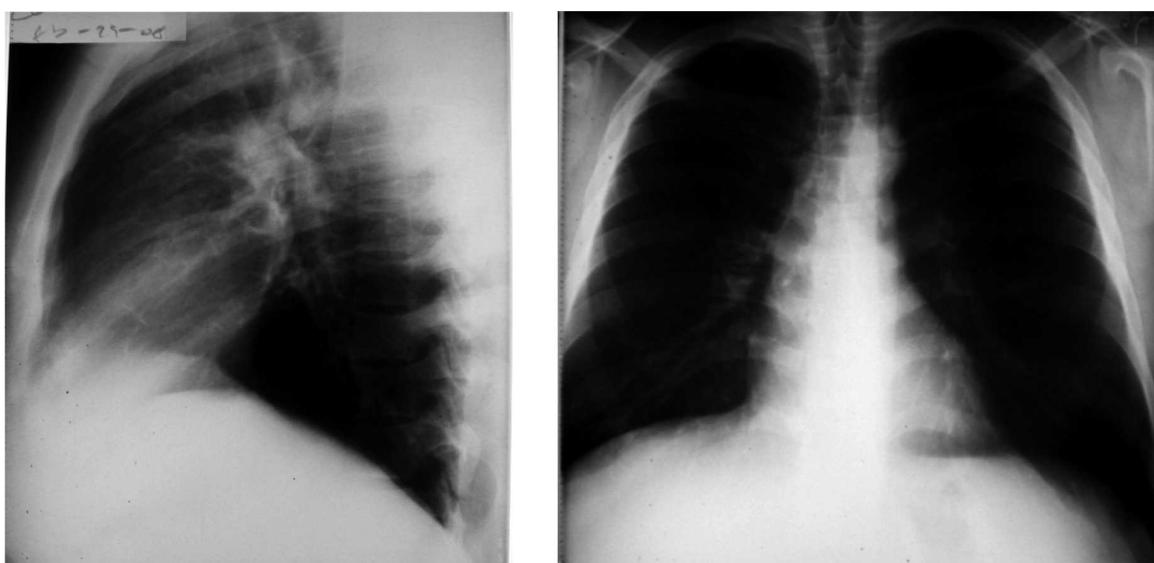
Radiografía de tórax al ingreso.
